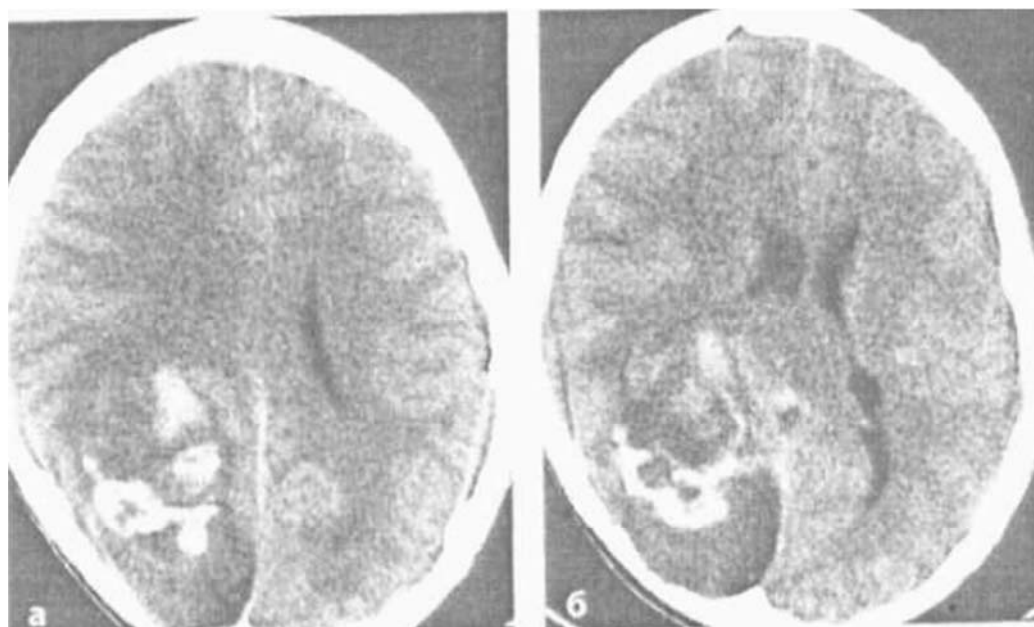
КТ. Гліома 1 ступеня (а, б). Рівномірне накопичення контрастної речовини. Контрастна речовина накопичується в “ростральній” частині пухлини. В гіподенсивній частині гліоми простежується звапнення. Поширений об’ємний вплив із “ростральним” зміщенням заднього рогу бічного шлуночка.
